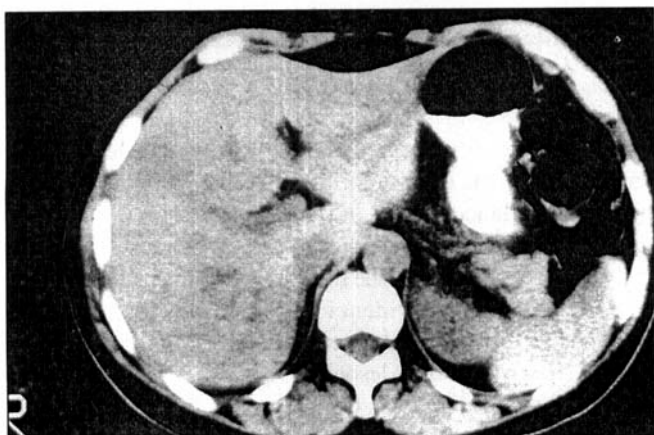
Caso 2 - Tomografia de abdome - Lesão na luz do colo transverso com densidade de gordura.
